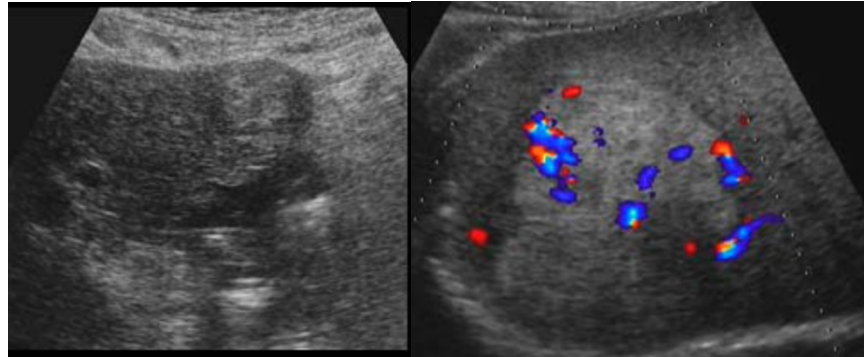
Hepatocarcinoma por US con vascularidad intrínseca. Tomadas de US cases, Hepatocarcinoma. <https://www.ultrasoundcases.info/hepatocellular-carcinoma-4178/>
